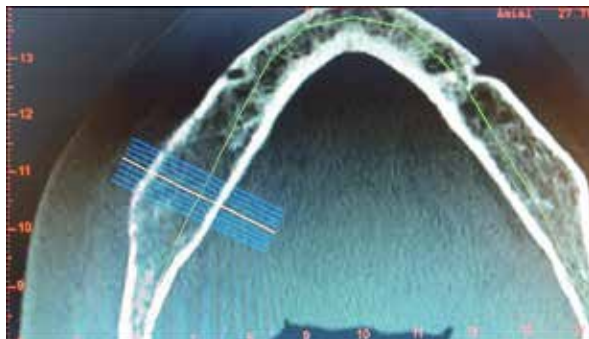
Corte axial de tomografía computada que muestra abombamiento de ambas corticales (vestibular y lingual) y lesión osteolítica en cuerpo mandibular derecho con pérdida del trabeculado normal.
